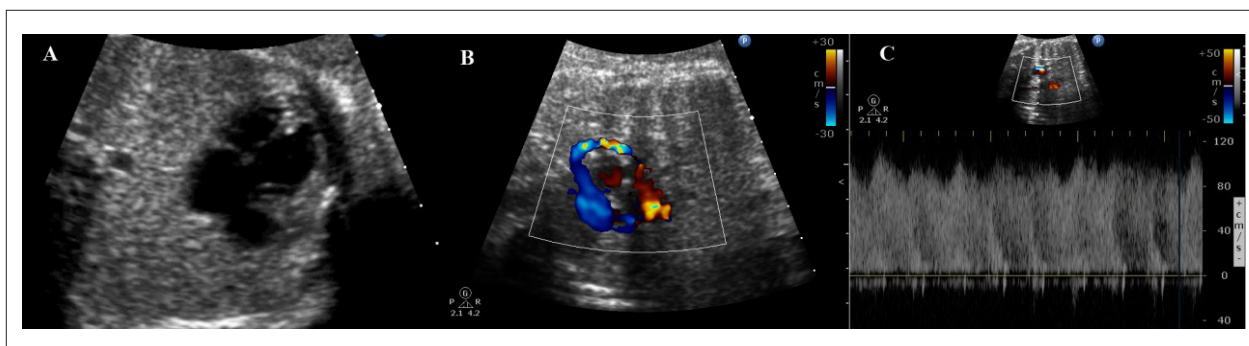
Ecocardiograma fetal. A) Projeção apical quatro câmaras, com aumento da distância entre a aorta torácica descendente e o átrio esquerdo. B) Coletor venoso e a veia vertical ascendente, evidenciando a aceleração do fluxo com (mosaico). C) Doppler na veia vertical ascendente, no local de maior aceleração de fluxo, mostrando o aumento de velocidade (1,14 m/s).
